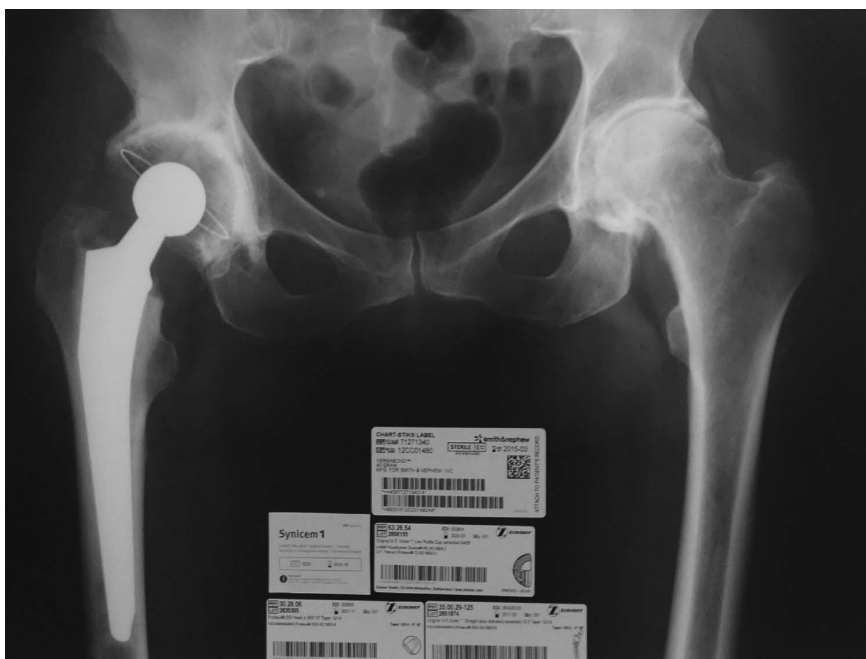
Пациент Д., рентгенограмма таза после тотального цементного эндопротезирования правого тазобедренного сустава в прямой проекции
